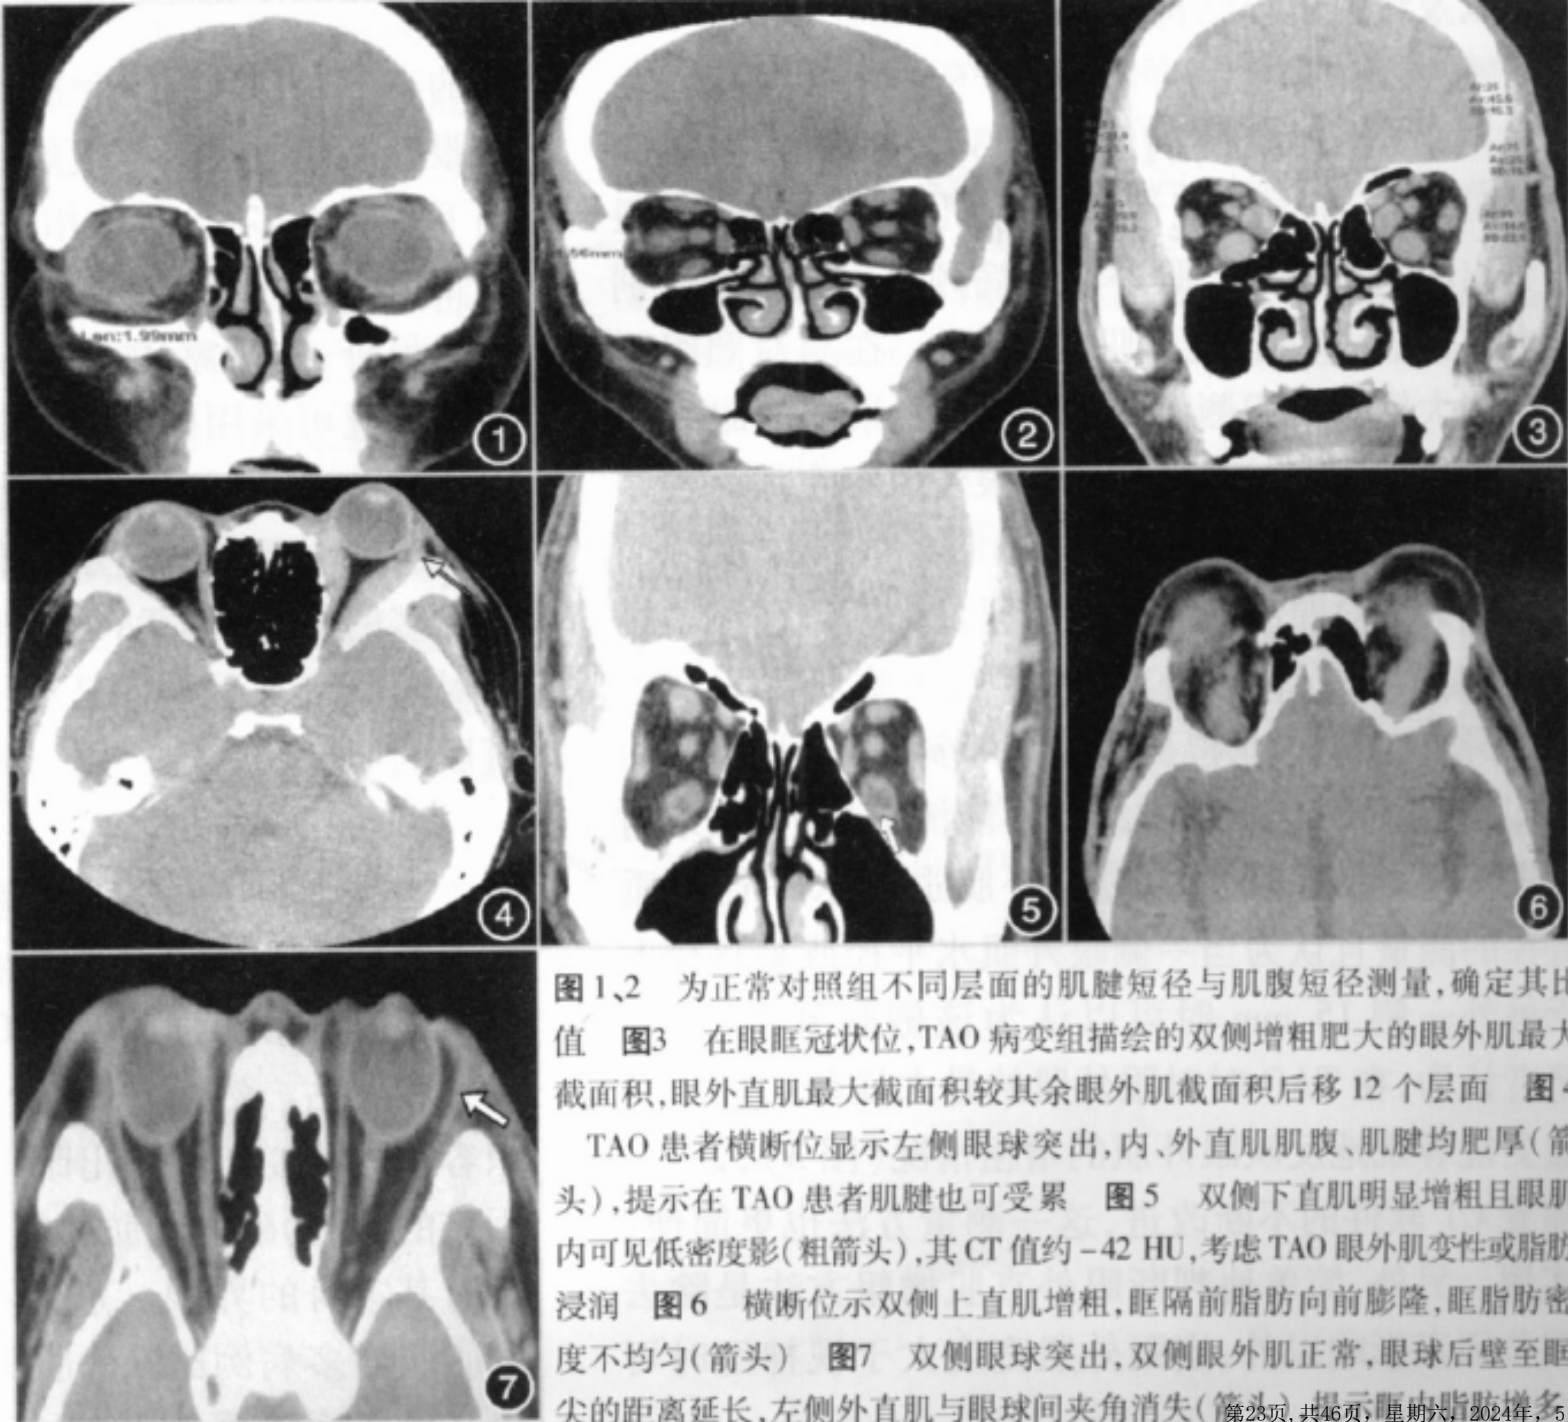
2 为正常对照组不同层面的肌腱短径与肌腹短径测量,确定其比值 图3 在眼眶冠状位,TAO 病变组描绘的双侧增粗肥大的眼外肌最大截面积,眼外直肌最大截面积较其余眼外肌截面积后移 12 个层面 图4 TAO 患者横断位显示左侧眼球突出,内、外直肌肌腹、肌腱均肥厚(箭头),提示在 TAO 患者肌腱也可受累 图5 双侧下直肌明显增粗且眼肌内可见低密度影(粗箭头),其 CT 值约 -42 HU,考虑 TAO 眼外肌变性或脂肪浸润 图6 横断位示双侧上直肌增粗,眶隔前脂肪向前膨隆,眶脂肪密度不均匀(箭头) 图7 双侧眼球突出,双侧眼外肌正常,眼球后壁至眶尖的距离延长,左侧外直肌与眼球间夹角消失(箭头) 提示眶内脂肪增多
